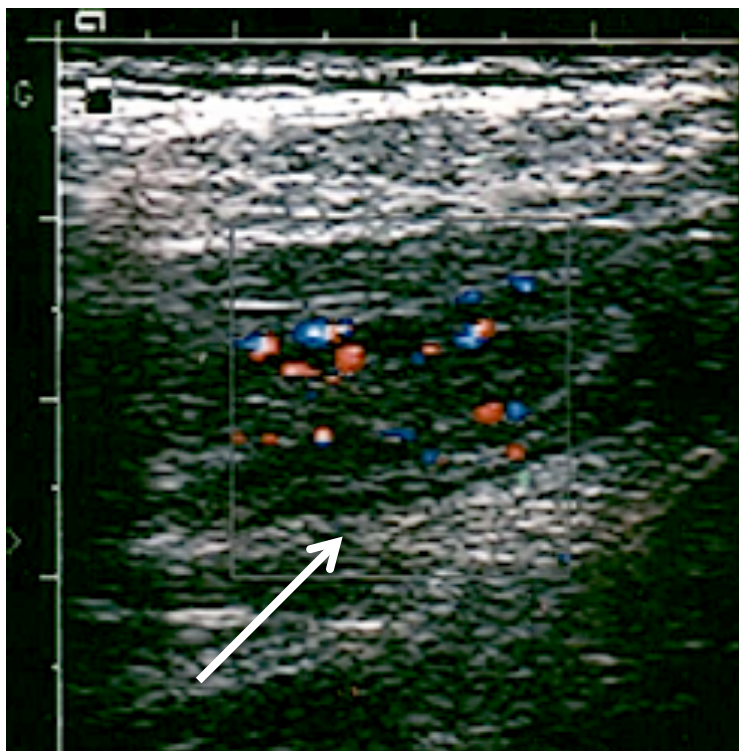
(US) Ultrasonografia mostrando aumento do volume do apêndice com espessamento de sua parede.
